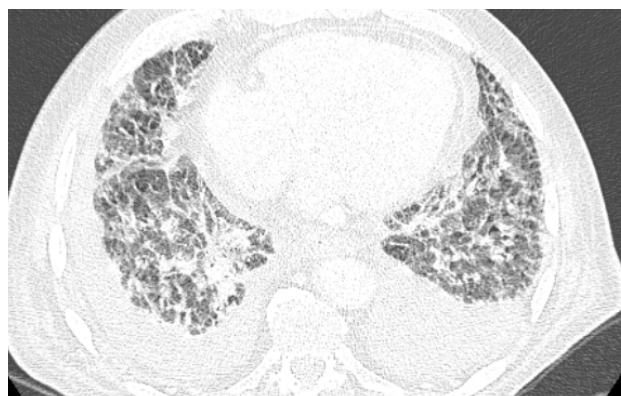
TC torácica: opacidades alveolo-intersticiales difusas y derrame pleural bilateral.
